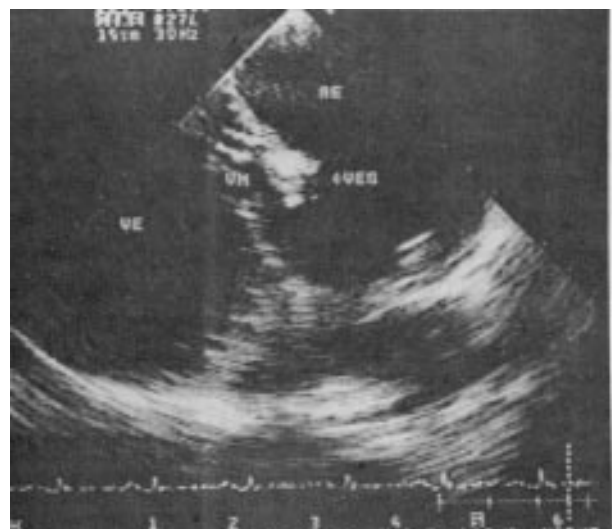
Ecocardiograma transesofágico em corte longitudinal, destacando imagem de vegetação endocárdica (VEG) aderida à face atrial da cúspide posterior da valva mitral (VM). AE = átrio esquerdo; VE = ventrículo esquerdo.
